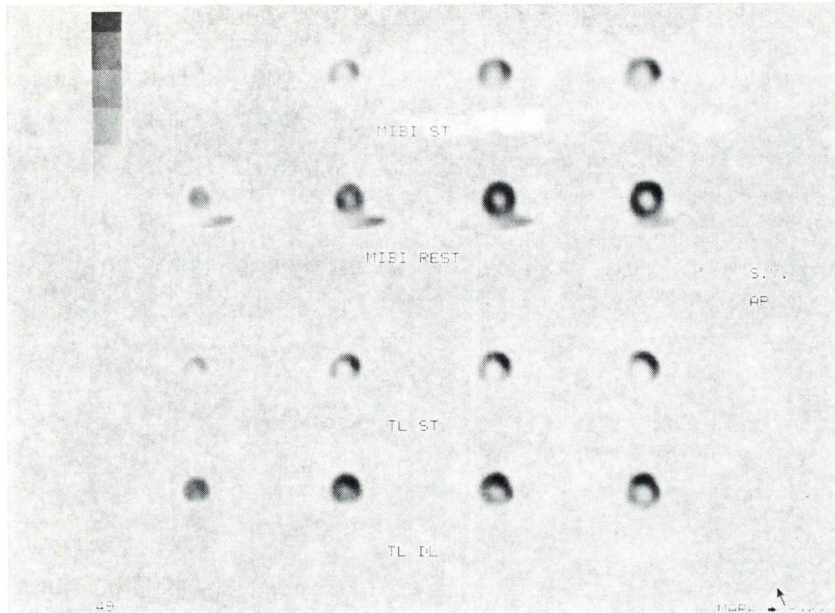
The four contiguous short-axis slices of post-exercise and rest ^{99m}Tc -MIBI (top) and post-exercise and 3 hours delayed ^{201}Tl (bottom) SPECT images of a patient with angina pectoris. “Redistribution” in inferior wall is noted more significantly on rest ^{99m}Tc -MIBI images than 3 hours delayed ^{201}Tl images.
